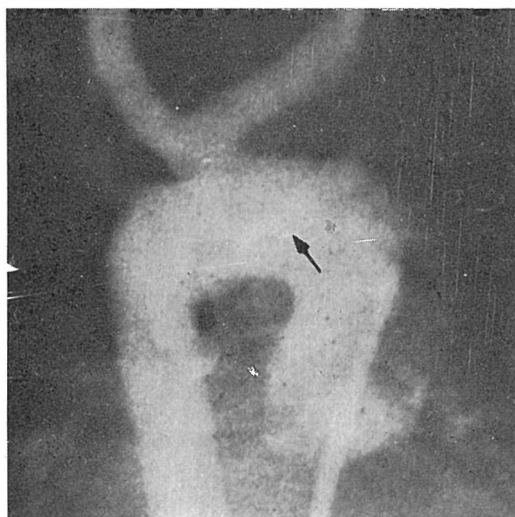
TAC tip II ali III z aberantno levo arterijo subklavijo (puščica). TAC = truncus arteriosus komunis
